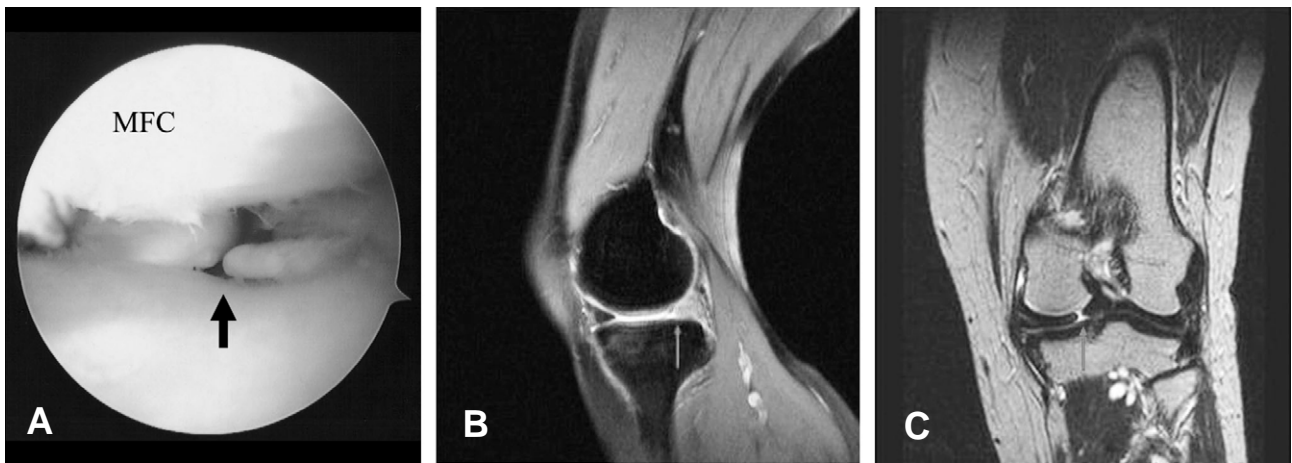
(A) Arthroscopic photographs of a radial tear of the posterior root of the medial meniscus (Lt knee) .(B) MRI shows the absence (arrow) in posterior horn of medial meniscus near the intercondylar notch in sagittal plane (Ghost meniscus). (C) MRI shows the cleft sign (arrow) in T2 weighted coronal view.
